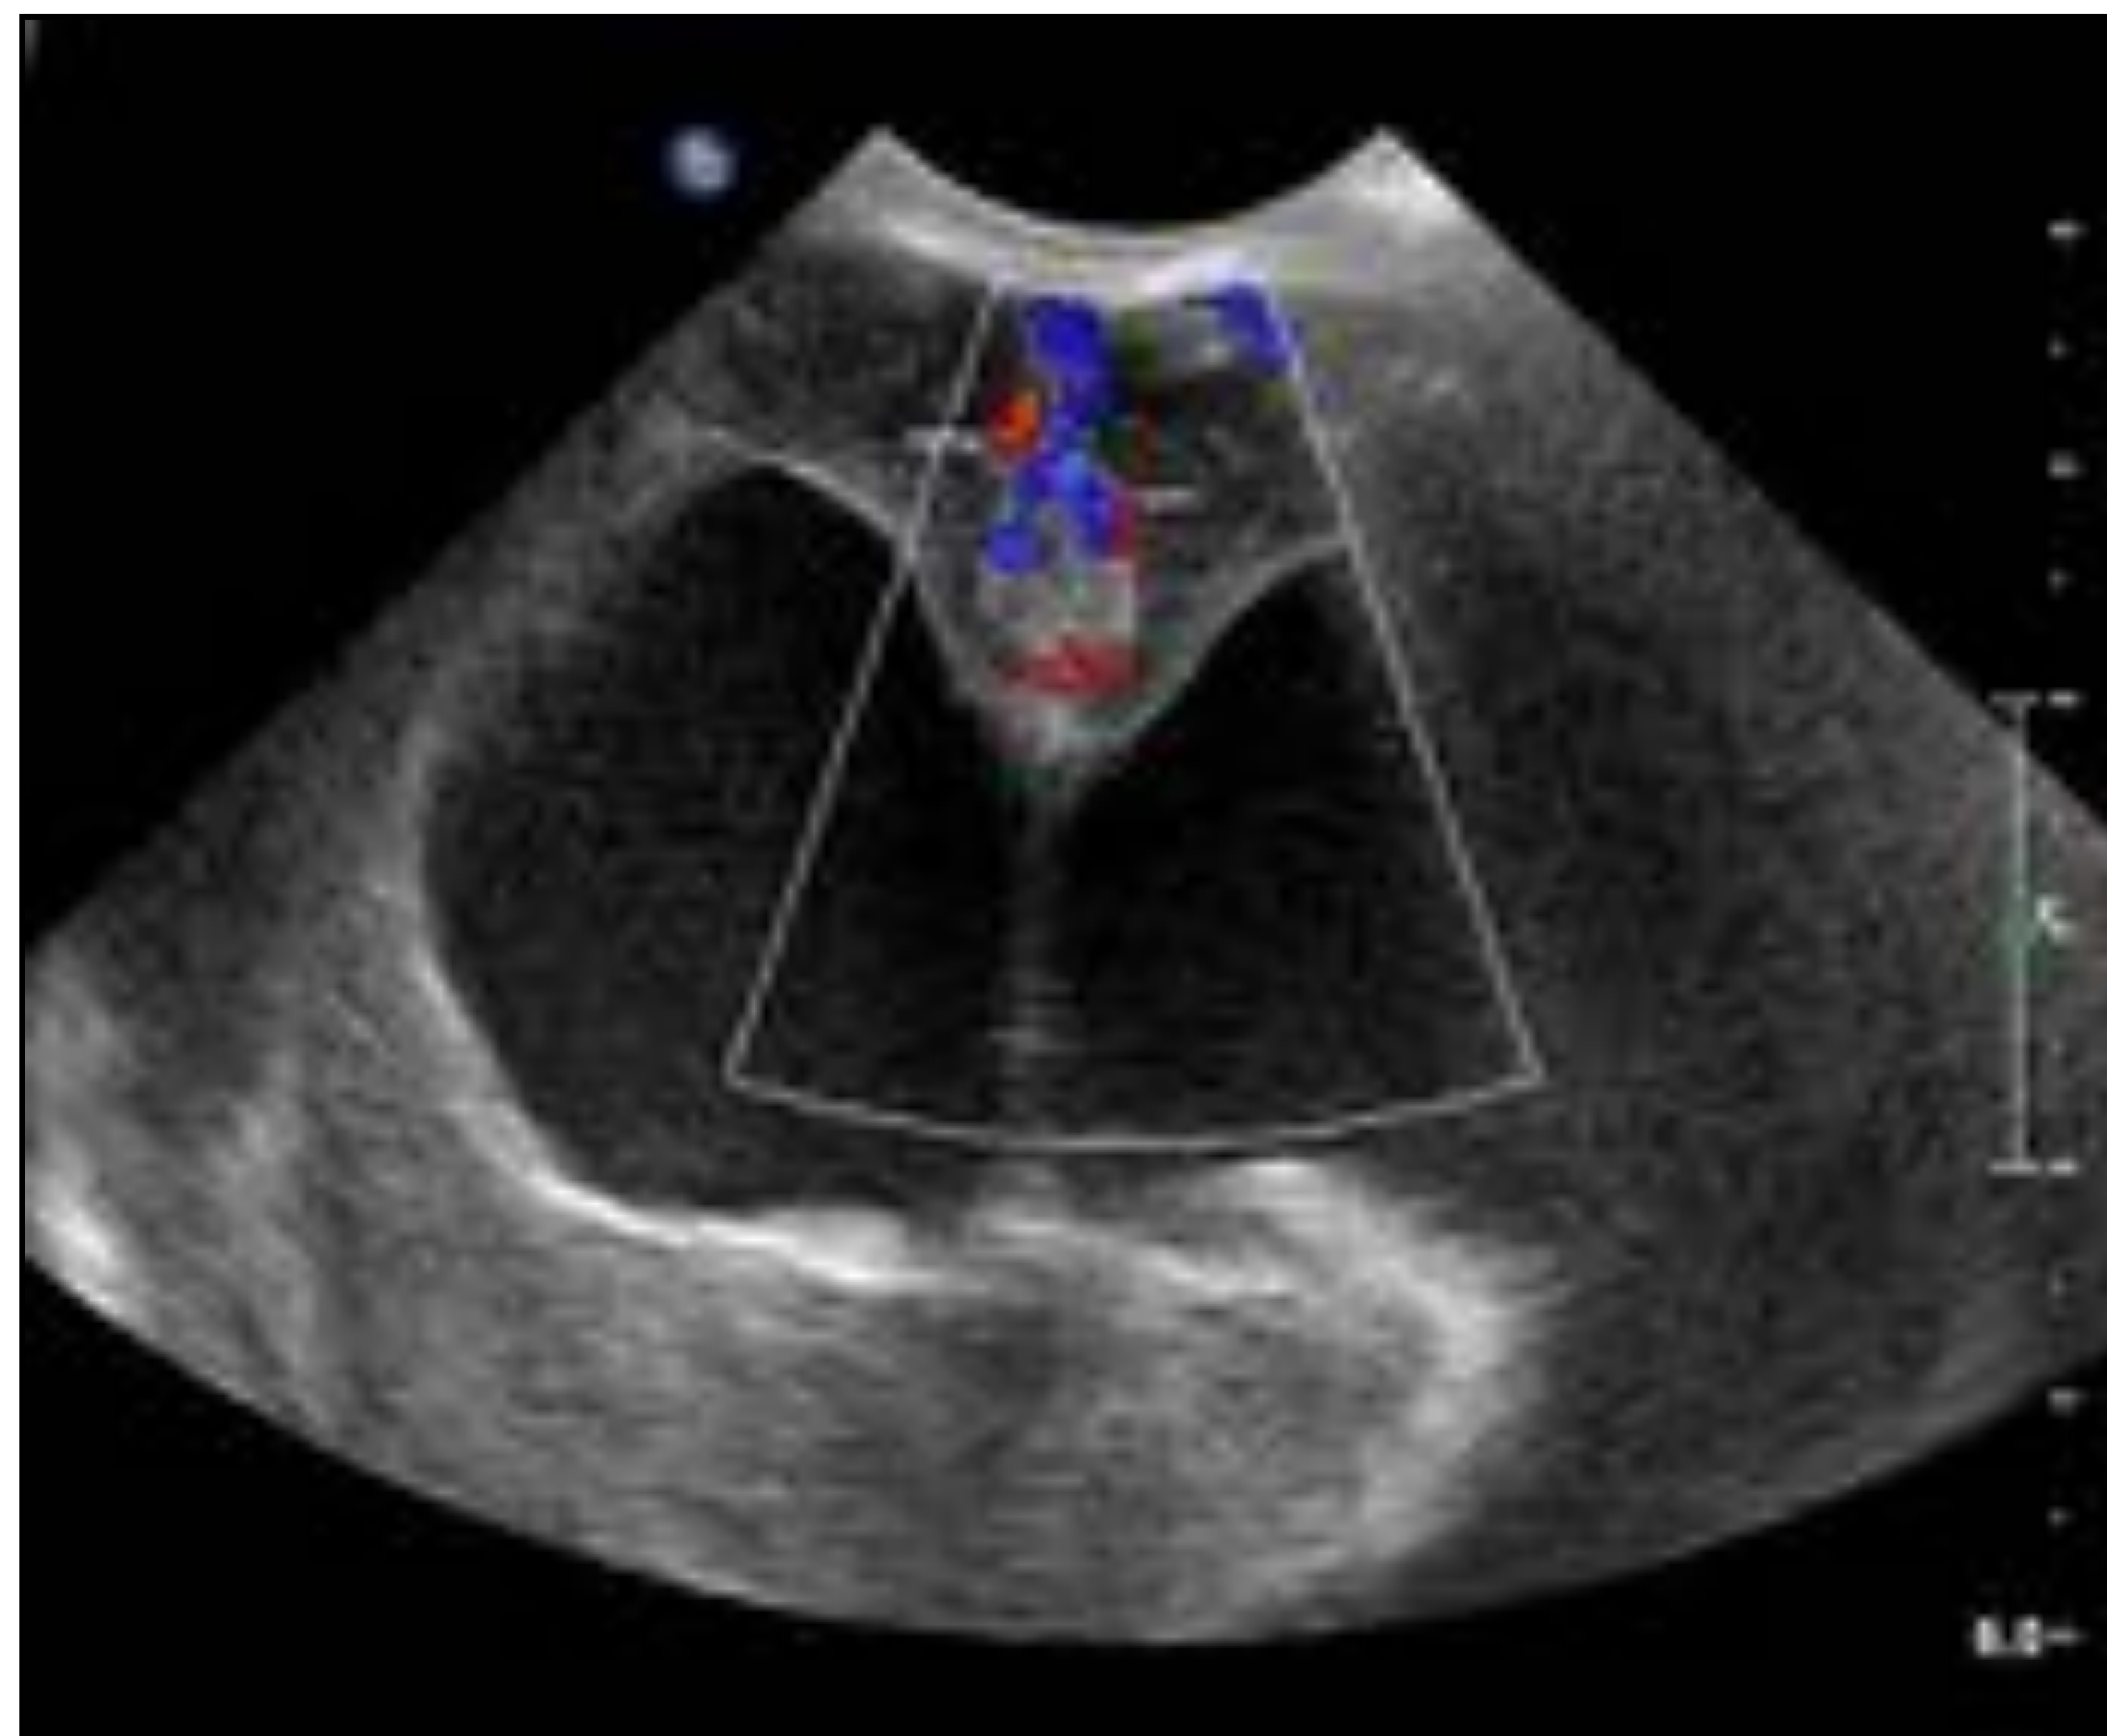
hematoma subdural en la línea media, con eco-Doppler del seno longitudinal en plano coronal, demostrándose permeabilidad del mismo.
